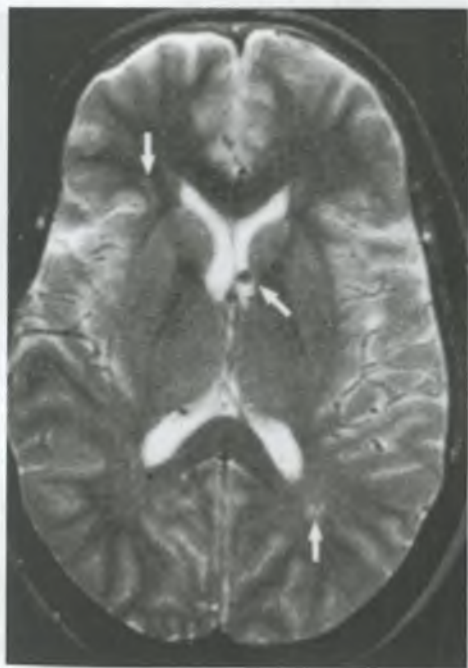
МРТ головного мозга: видны мелкие зоны просветления вокруг цистицерков (указаны стрелками).
